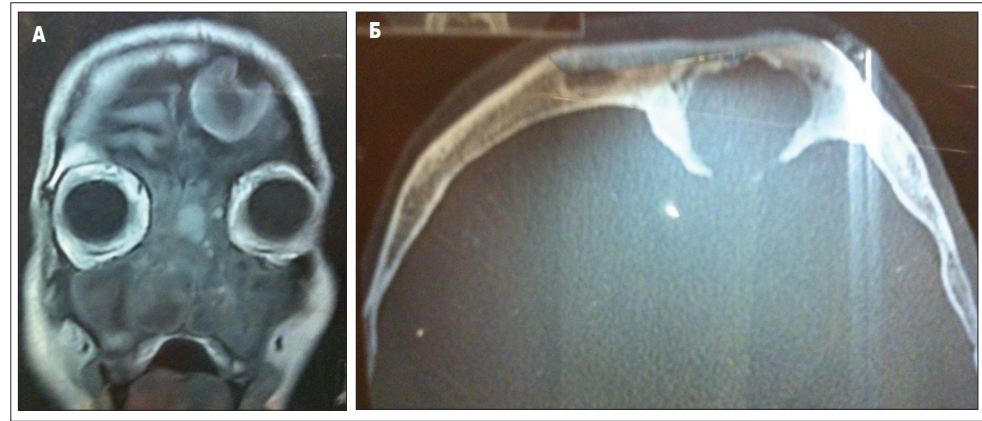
(А, Б). КТ ПНП хворого К.А., 60 років
